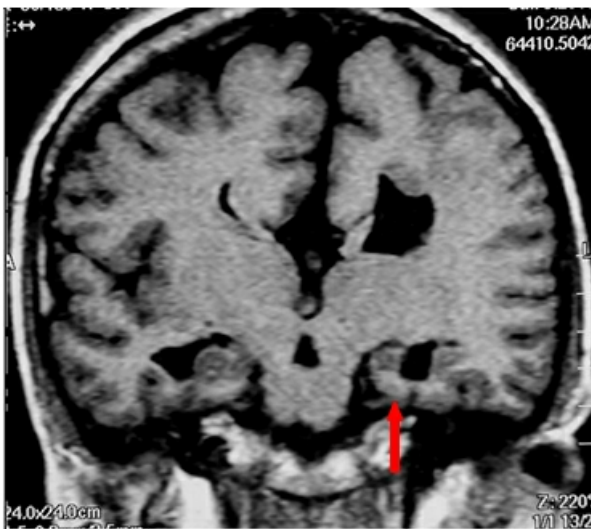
IRM de cerebro T1. Atrofia hipocampo izquierdo
